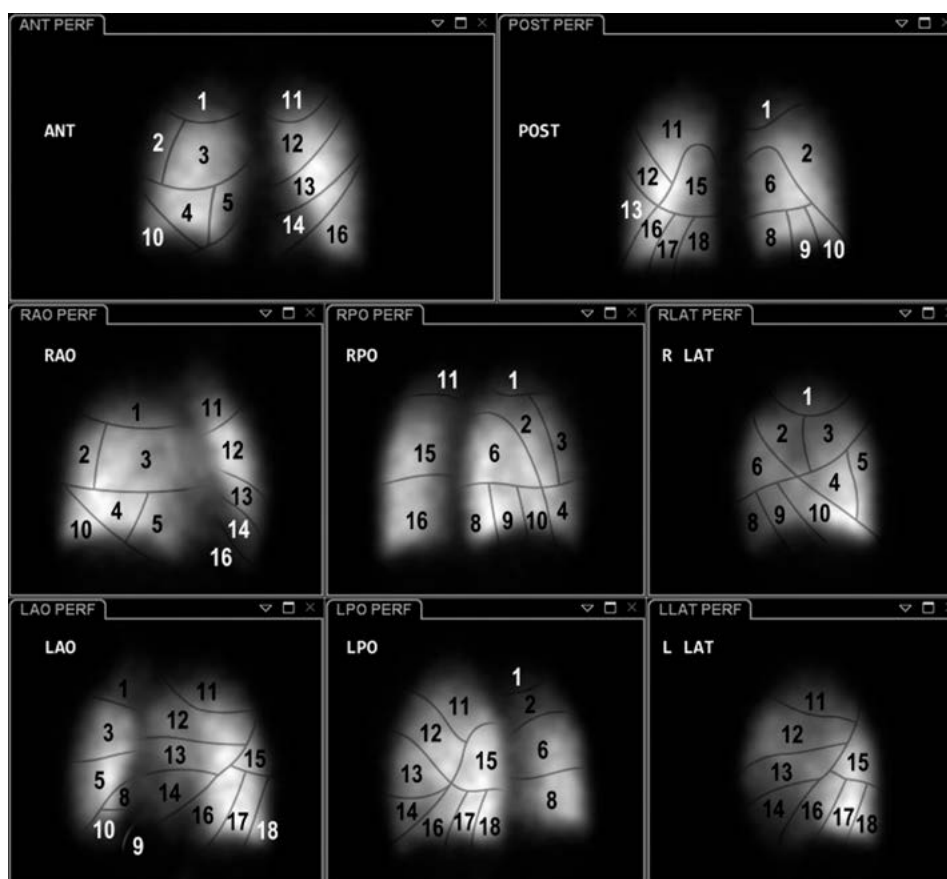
Сегментация легких при оценке передних, задних, косых и боковых проекций. КТ- и ОЭКТ-сегментация предполагает, что 8 сегмент – переднебазальный, 10 – заднебазальный, а сегментация левого легкого начинается с 1 сегмента (см. рис. 179). В таком случае на данном изображении 8 и 10 сегменты меняются местами, 11 сегмент становится 1-2, 12 – 3, 13 – 4, 14 – 5, 15 – 6, 16 – 8, 17 – 9, 18 – 10 .
